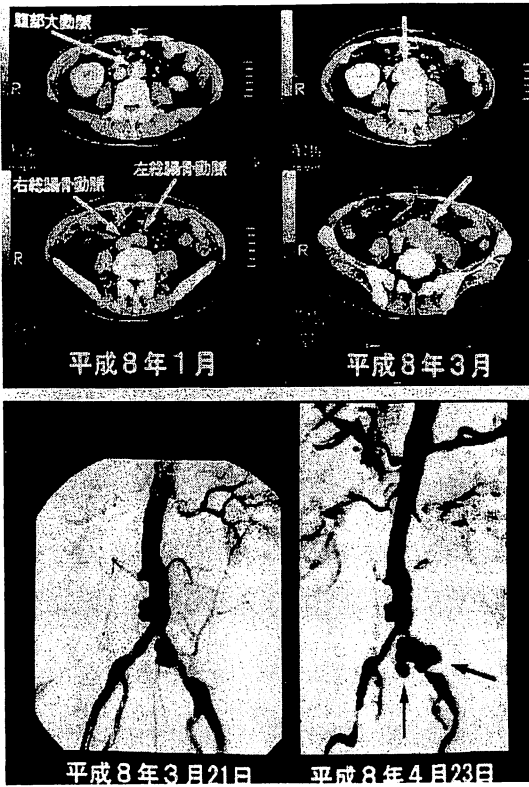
術前腹部CT(上), 腹部大動脈造影(下) 短期間に急速な動脈瘤の増大が認められた。
